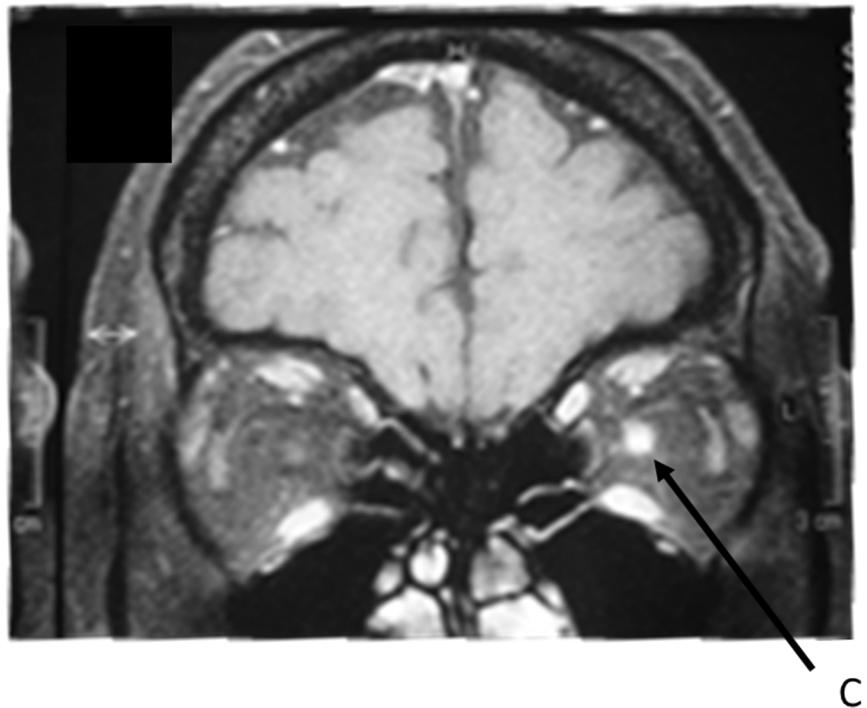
A IRM cérébrale et orbitaire en coupe coronale T1 avec injection de gadolinium. Hypersignal du nerf optique gauche.
